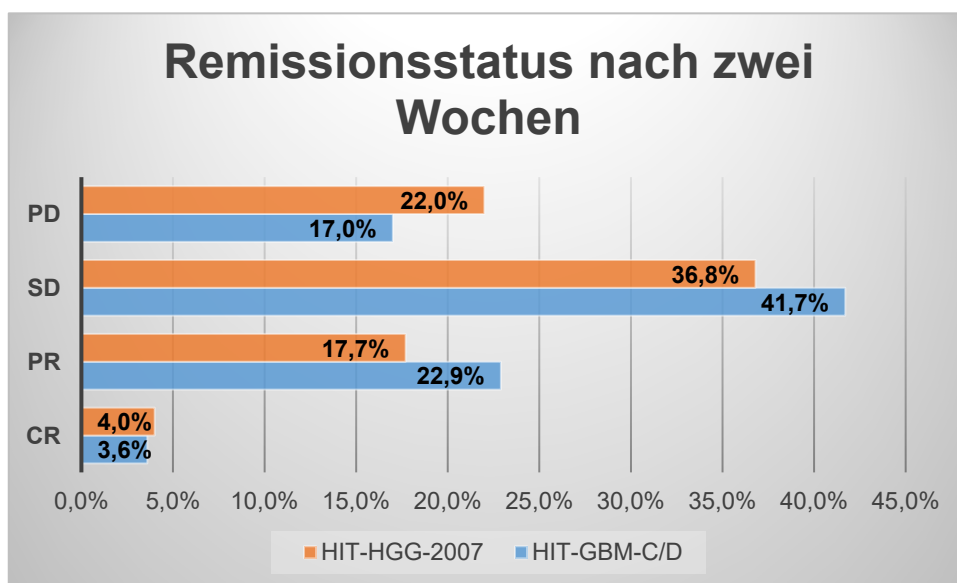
Darstellung des prozentualen Therapieansprechens in der Kernspintomographie zwei Wochen nach Beendigung der Radiochemotherapie, aufgeführt für die HIT-GBM-C/-D-Untersuchungsgruppe (n = 223) und die HIT-HGG-2007-Untersuchungsgruppe (n = 299: CR, PR, SD, n = 300: PD) CR: complete response, PR: partielle response, SD: stable disease, PD: progress disease.
